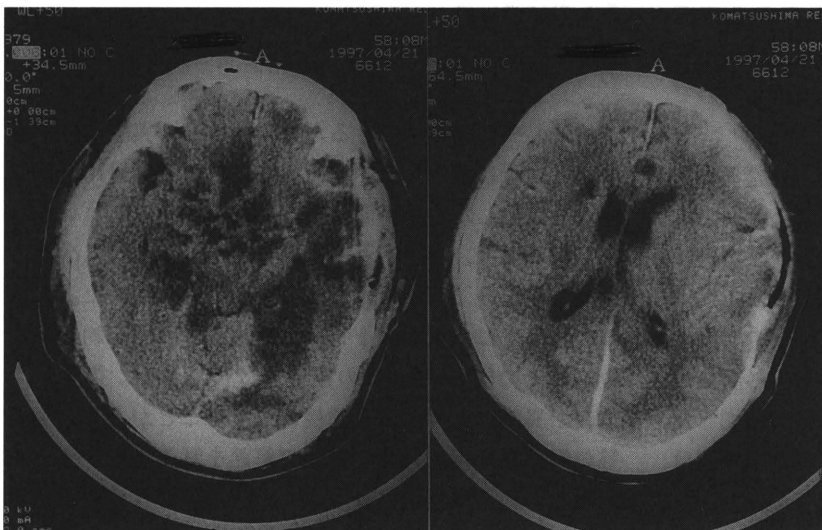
術後5日目のCT：左側頭葉、基底核の損傷は高度であるが脳浮腫は予想より軽度である。
